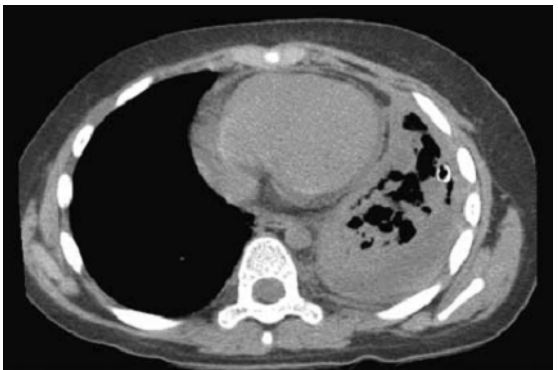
Necrotizing pneumonia in left lung with abscesses and empyema is seen on chest CT scan.
